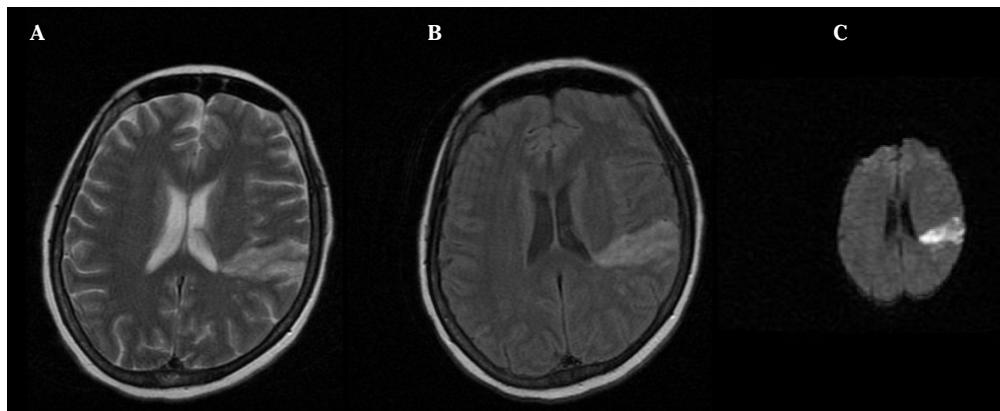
Resonancia magnética cerebral. Área de hiperintensidad parietal izquierda en secuencias T2 (A) y Flair (B). Restricción a la difusión en secuencias DWI (*diffusion-weighted imaging*) (C).
